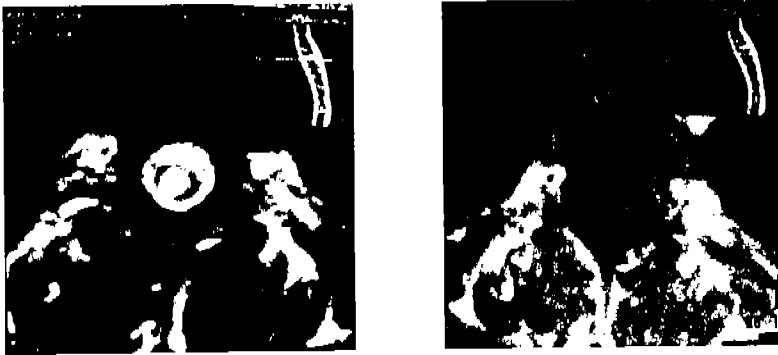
Caso 5. A) imagen T2 axial de RM en la que se observa cavidad siringomielica cervico-torácica con hipercintensidad central dada por el LCR de la cavidad. B) imagen T1 axial del mismo caso en el que la hipointensidad central confirma la cavidad medular y la presencia de LCR dentro de ella.
